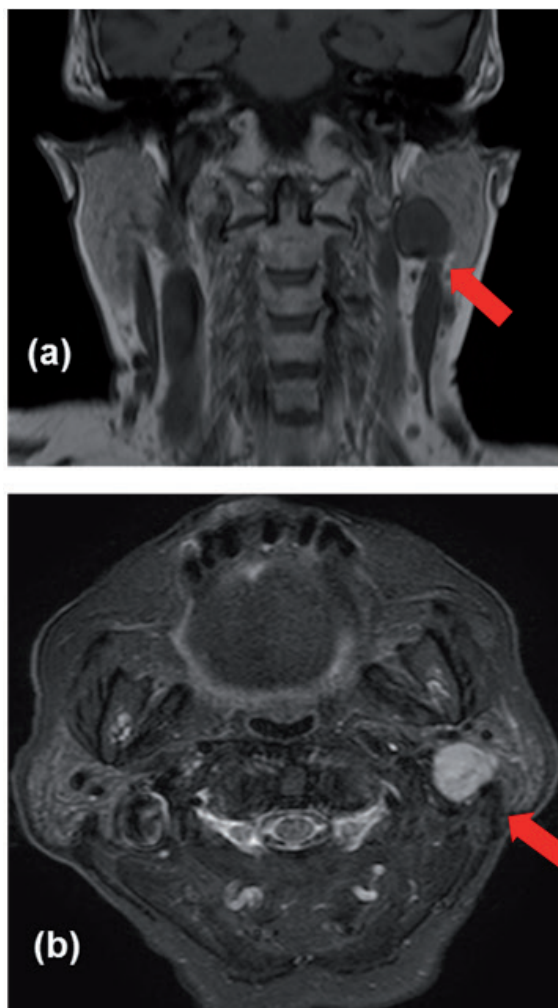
Tumor mixto benigno (adenoma pleomorfo). Imágenes de RM en secuencia T1 coronal sin contraste ev (a) y axial STIR (b). Mujer de 83 años con diagnóstico de adenoma pleomorfo de parótida izquierda. Se observa en relación al lóbulo profundo de la glándula parótida izquierda, una lesión ovoide que muestra señal isohipointensa en secuencia T1 y marcadamente hiperintensa en secuencia STIR (flechas rojas). Nótese en el corte coronal en T1 la existencia de un borde hipointenso.
